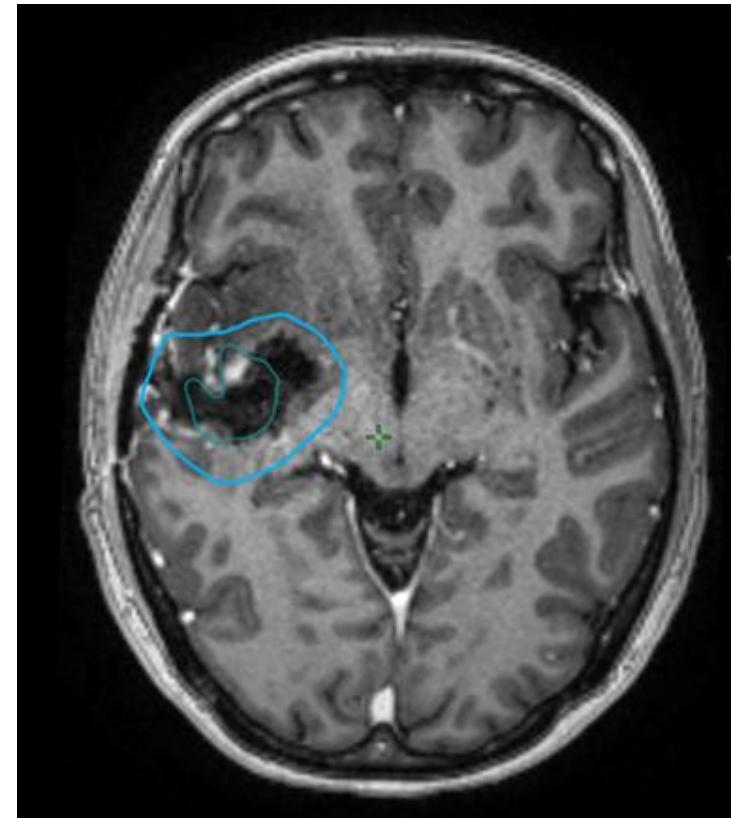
Reduction in FLAIR changes in 3 weeks in a patient with multifocal GBM. The entirety of the initial FLAIR abnormalities (*blue*) was not covered in the GTV1 (*red*) because they improved with steroid therapy alone
